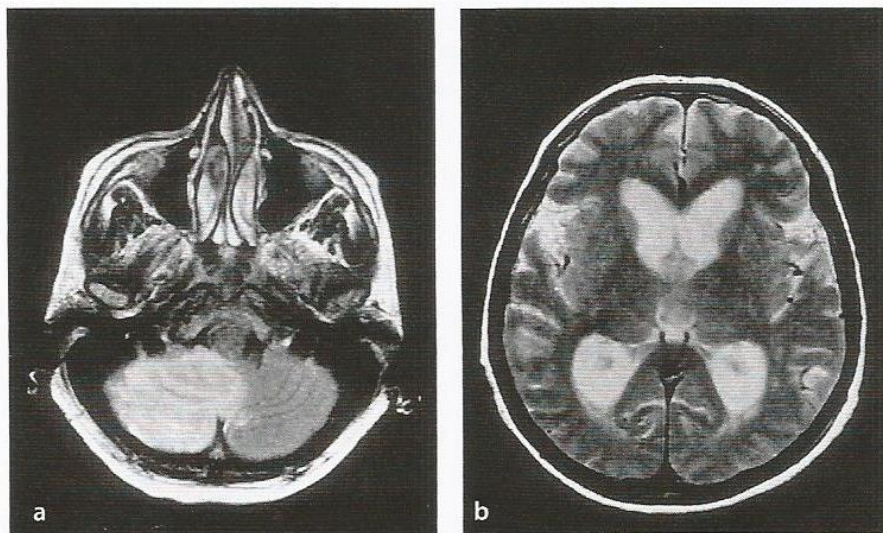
Infarto cerebelar mostra por RM.
